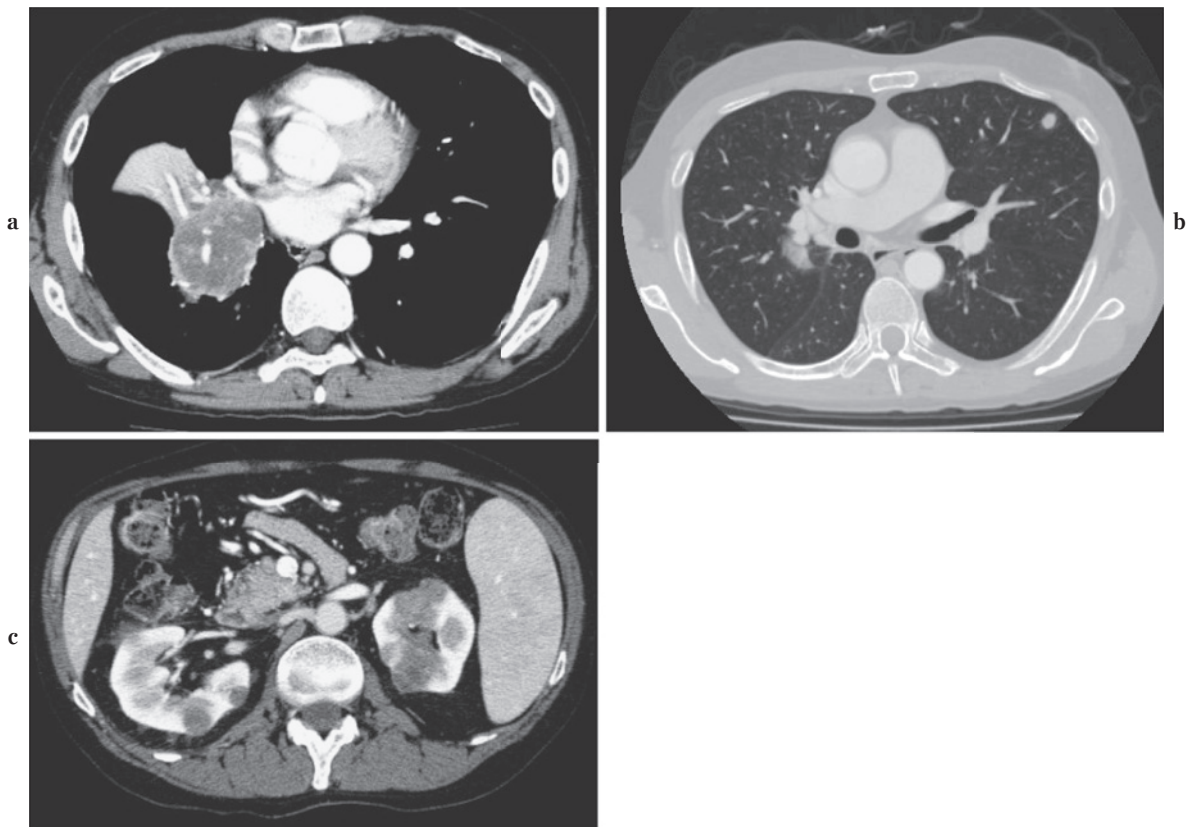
a. A chest CT shows a mass in the right lung. b. A chest CT shows a nodule in the left peripheral lung. c. An abdominal CT shows multiple renal nodules.
